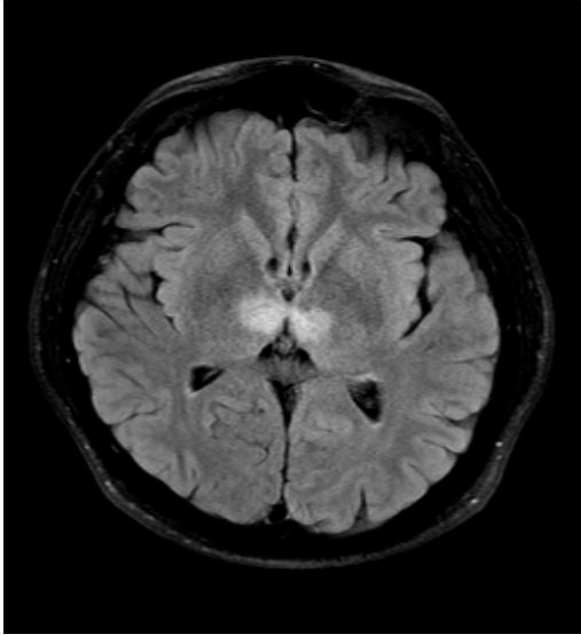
Difüzyon MRI'da bilateral talamik paramedian bölgede hiperintensite gözlenmektedir.
